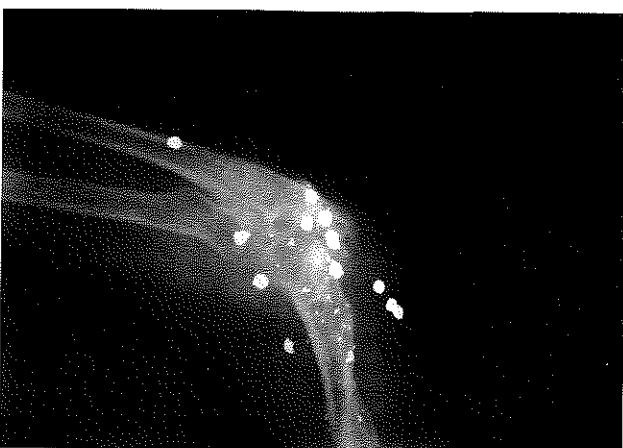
Preoperatif rad-yografisi.
